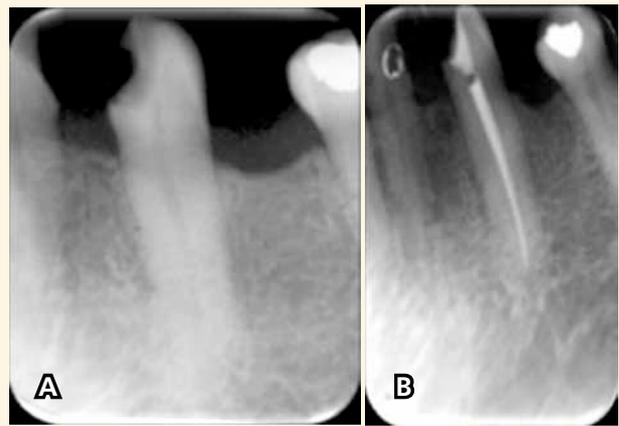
Radiografías A) Antes de la biopulpectomía, caries muy cerca de la cámara pulpar del conducto radicular. B) Radiografía final del tratamiento de conductos del OD 43 en 2006.
